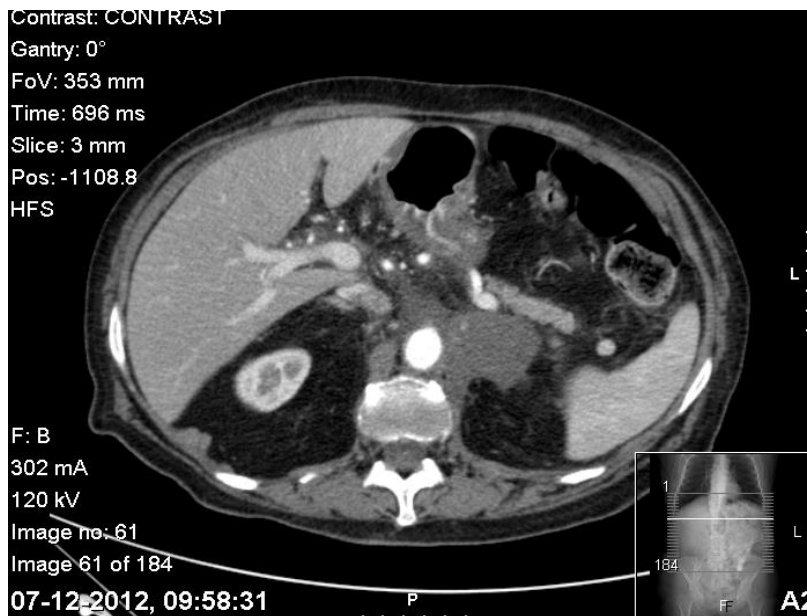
TAC abdominal realizada ao 18º dia de internamento
